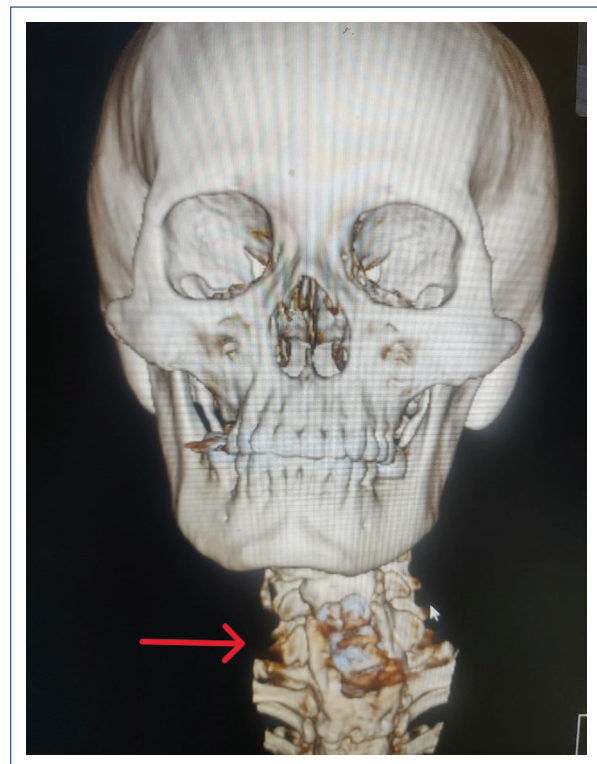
Placa cervical por resonancia magnética.
